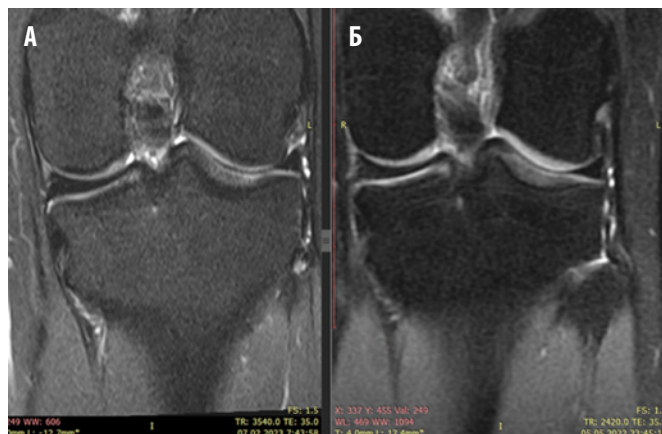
МРТ-сканы пациента Х. 1-й группы до (А) и после (Б) процедуры (через 6 мес.). Отмечено (синим) отсутствие сигнала на контрольном снимке (Б)
